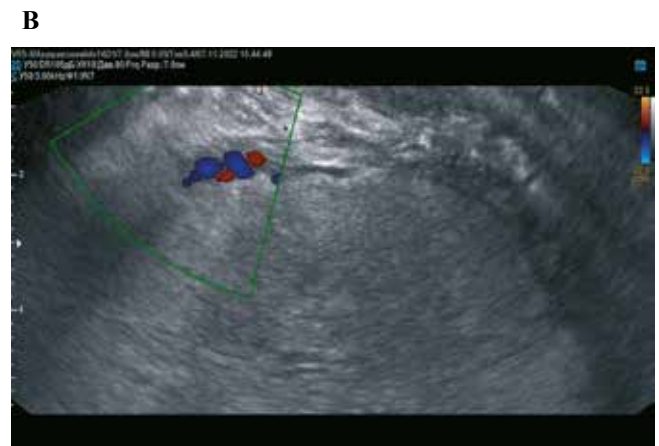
Ultrasound signs of placenta percreta.
